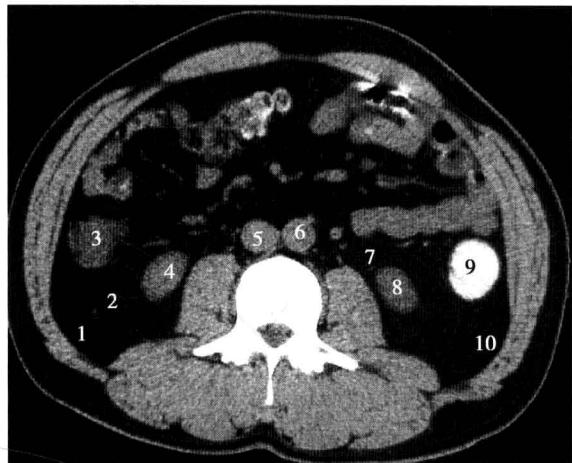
腹膜后第 8 水平断面 CT 图像
